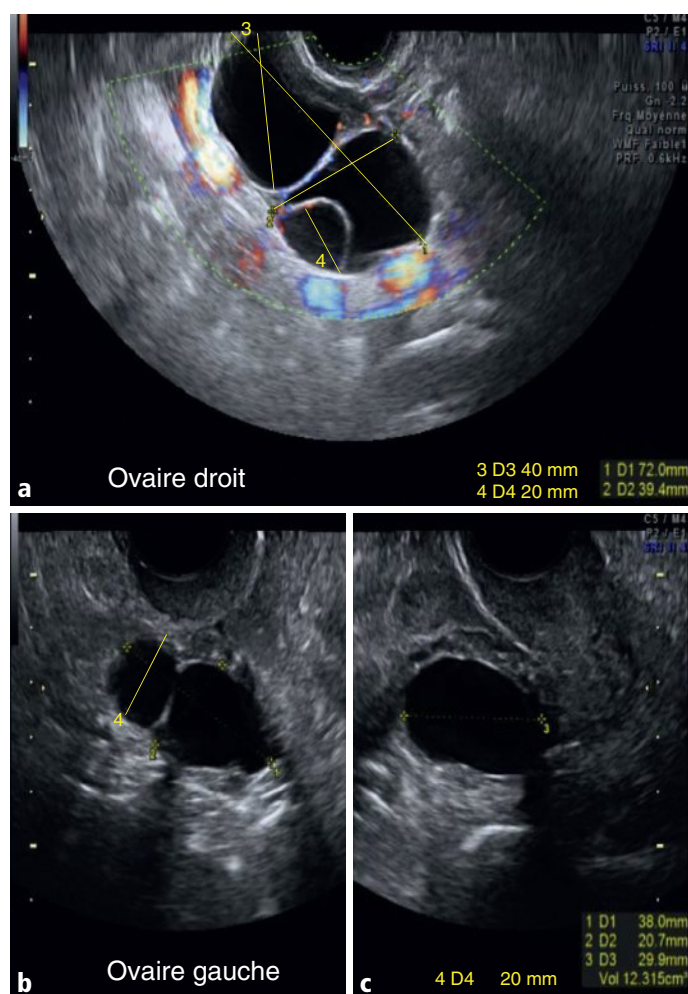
a-c Ovaire droit, coupe sagittale en mode Doppler couleur (a). Ovaire gauche, coupes axiale (b) et sagittale (c) en mode B.
